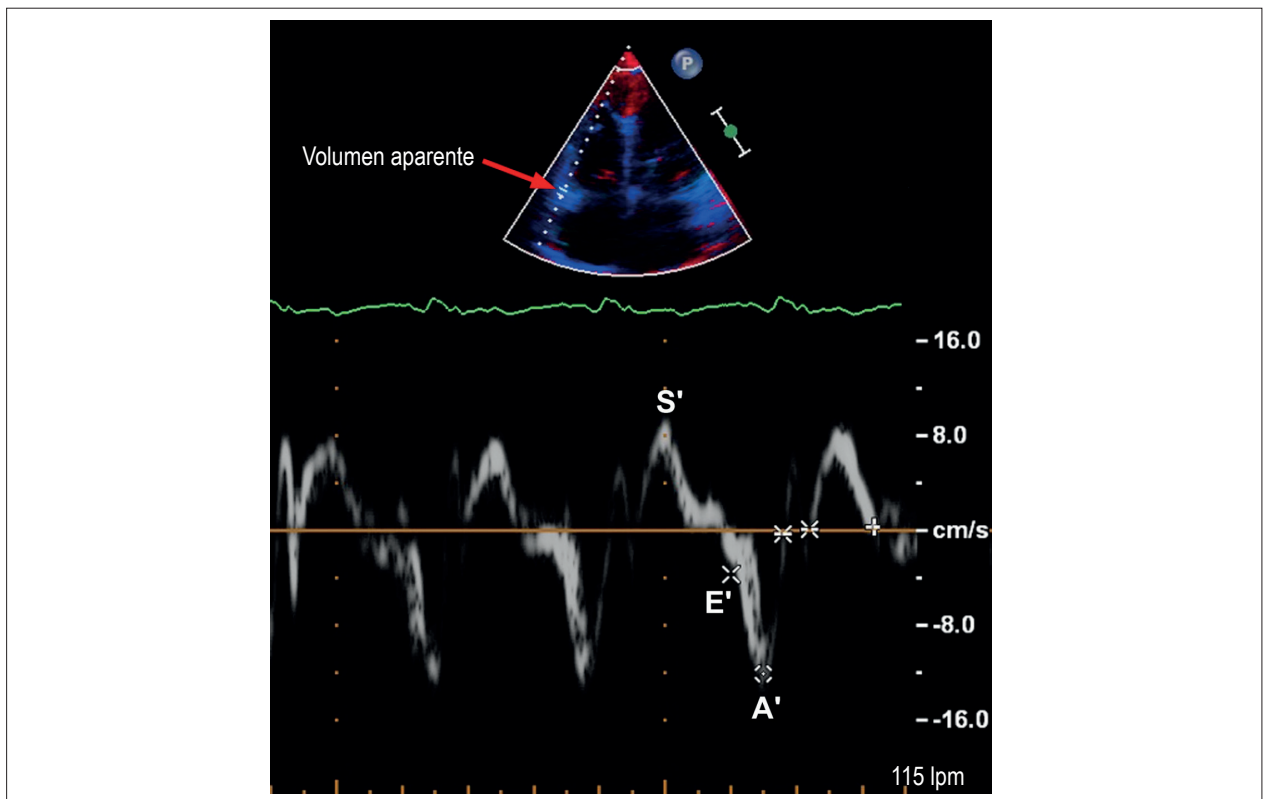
Doppler tisular (TDI) mostrando la velocidad lateral del anillo tricúspide. S': velocidad sistólica; E': velocidad diastólica inicial; A': velocidad diastólica final.
